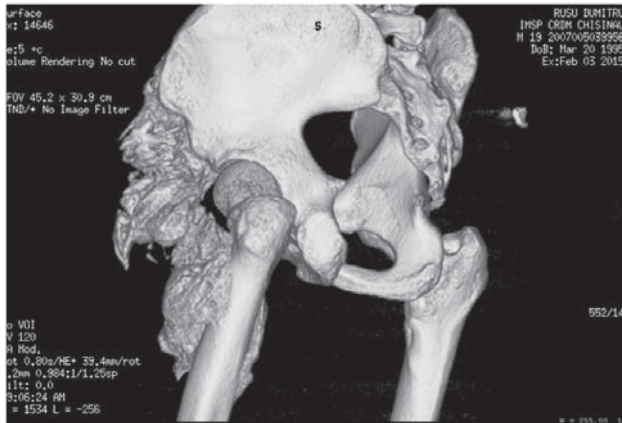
CT a bazinului, incidență frontală.
